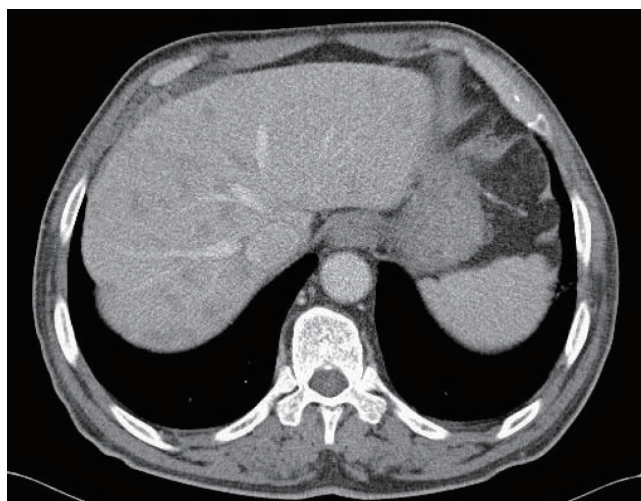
Abdomen computed tomography shows multiple low attenuated lesions at both hepatic lobes.
